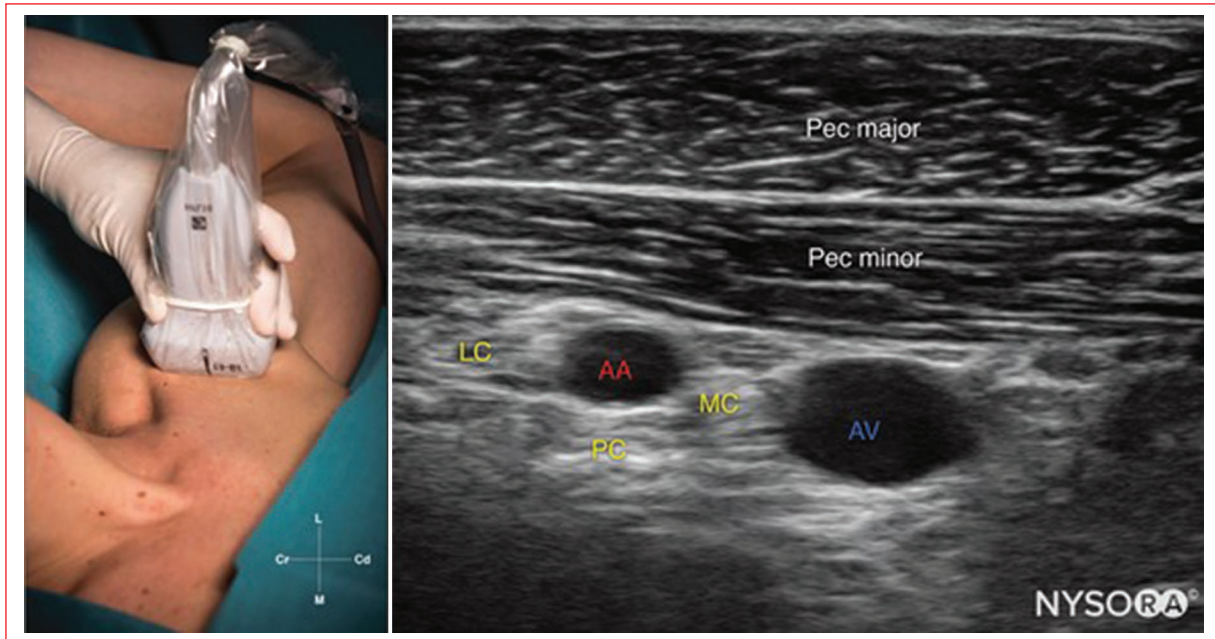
Ecografía del bloqueo infraclavicular. AA: arteria axilar; AV: vena axilar; LC: cordón lateral; MC: cordón medial; PC: cordón posterior.
